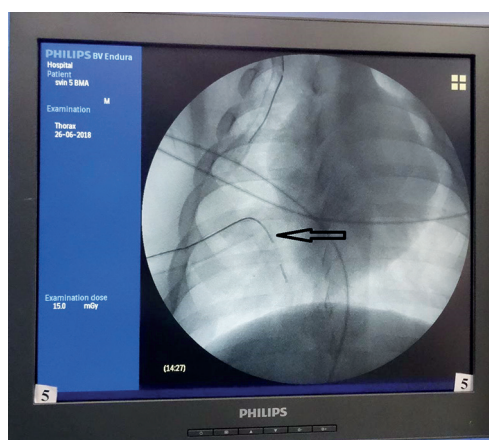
Рентгенограмма груди. Гемоторакс устранен, катетер визуализируется в VIII межреберье
